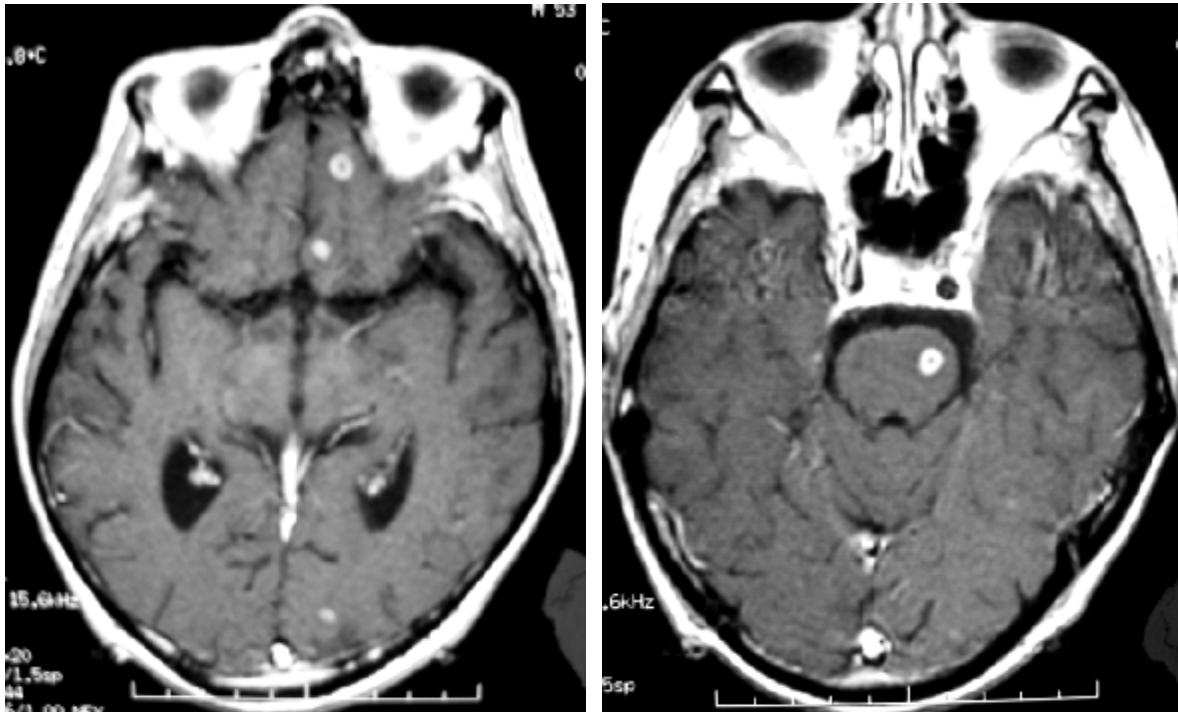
IRM en coupe axiale T1+G montrant multiples masses rehaussée en périphérie en rapport avec des abcès de la région hypothalamo-hypophysaire [74].
